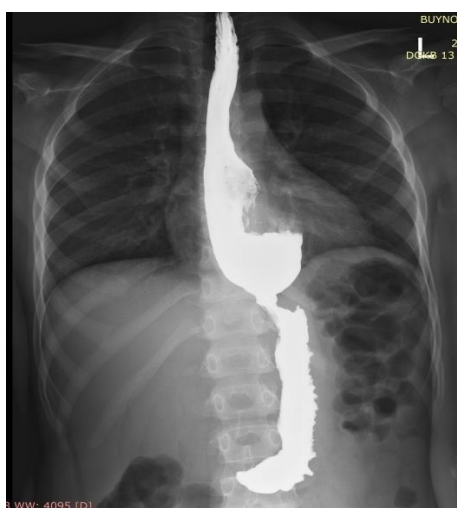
Рентгеноконтрастное исследование пищевода у ребенка М. после второй операции КМГ с ФД. Сохраняется расширение пищевода в нижней трети с задержкой эвакуации
